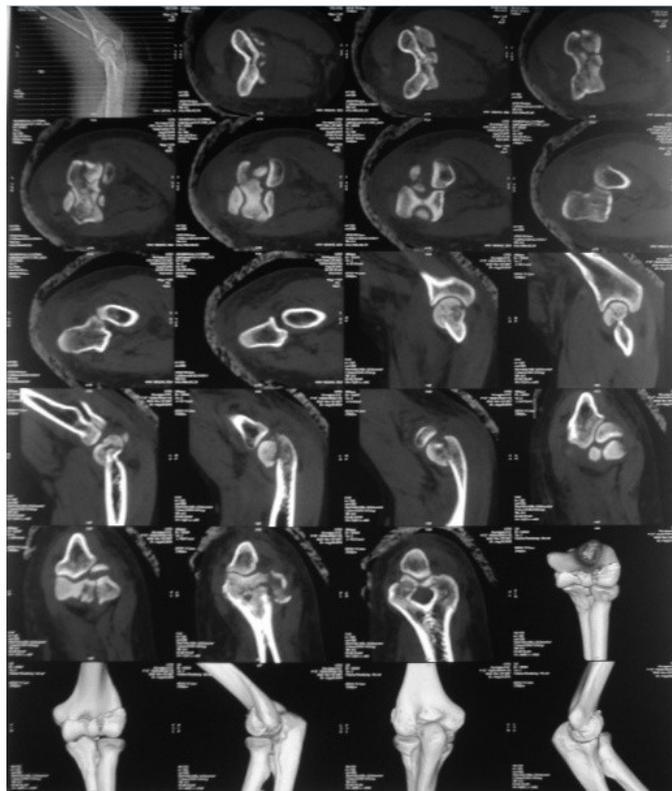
КТ левого плеча
